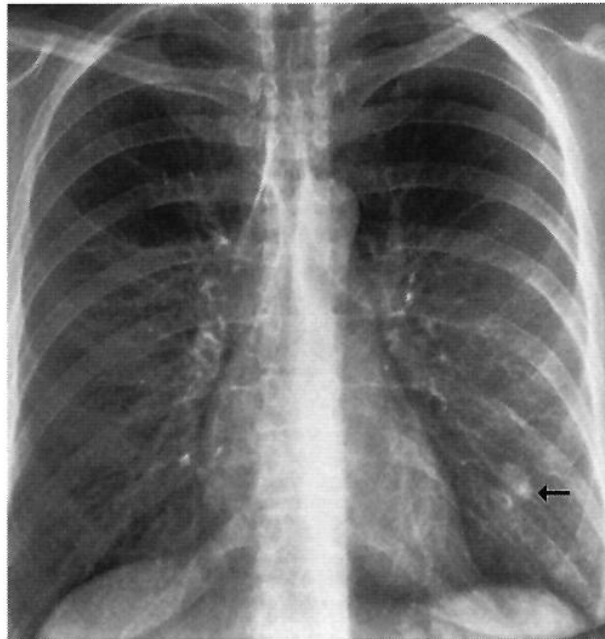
RADIOGRAFIE PULMONARĂ ÎN INCIDENȚĂ POSTERO-ANTERIOARĂ: OPACITATE MACRONODULARĂ (< 2CM), DE INTENSITATE COSTALĂ, OMOGENĂ LOCALIZATĂ ÎN ½ INFERIOARĂ A CÂMPULUI PULMONAR STÂNG
